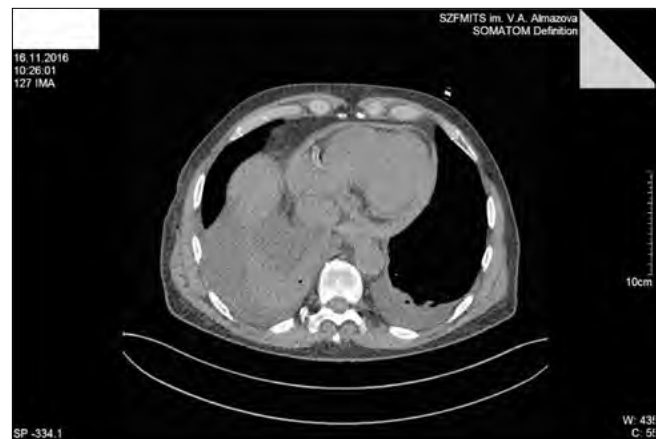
МСКТ органов грудной клетки от 16.11.2016. Правосторонний гидроторакс, гемоперикард (?) с расхождением листков перикарда до 14 мм. Незначительное количество жидкости в левой плевральной полости.
